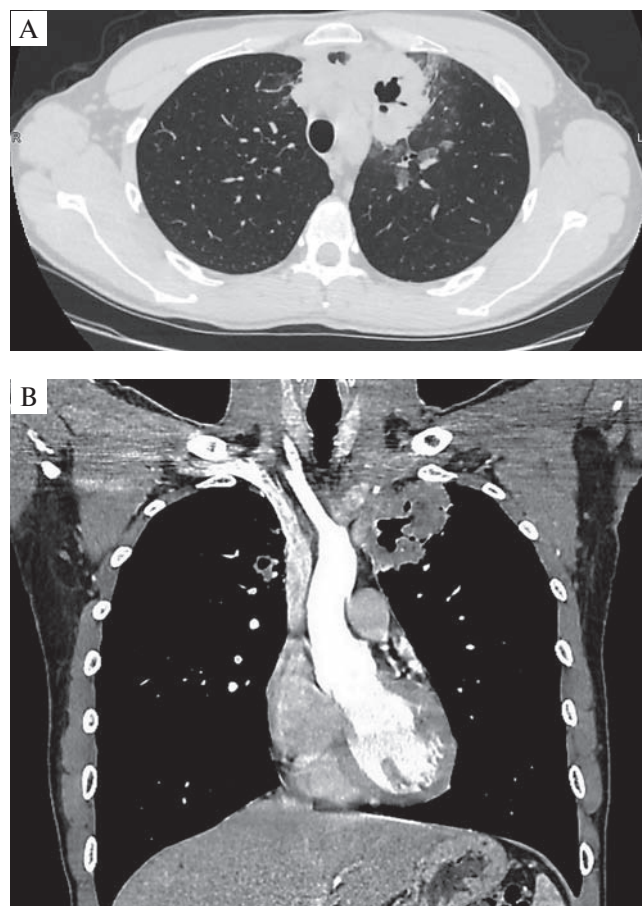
Лимфома в парамедиастинальных отделах верхней доли левого легкого. Нативная компьютерная томограмма через 1,5 мес. после первичной компьютерной томографии: А — «легочное окно» (аксиальная проекция); в II, II и III сегментах слева — увеличение размеров образования с $5,0 \times 3,8 \times 4,5$ см до $5,6 \times 4,1 \times 5,1$ см и полости распада; В — коронарная проекция при болюсном внутривенном контрастировании. На компьютерной томограмме в верхней доле левого легкого визуализируется образование с проходящими в толще мелкими сосудами с полостью распада, интимно прилежащей к средостению. В верхней доле контралатерального легкого отмечается появление аналогичного по структуре и характеру накопления контрастного вещества очага размерами до $1,6 \times 1,1$ см
